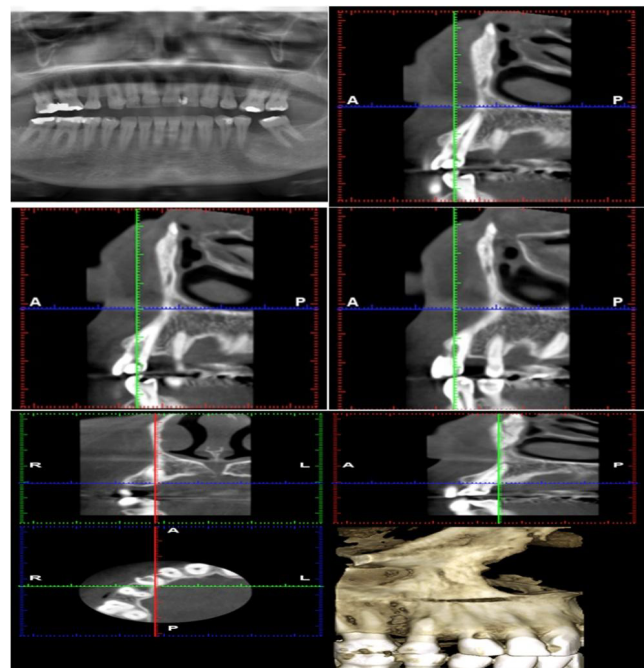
A panoramic radiograph and cone-beam computed tomographic images
